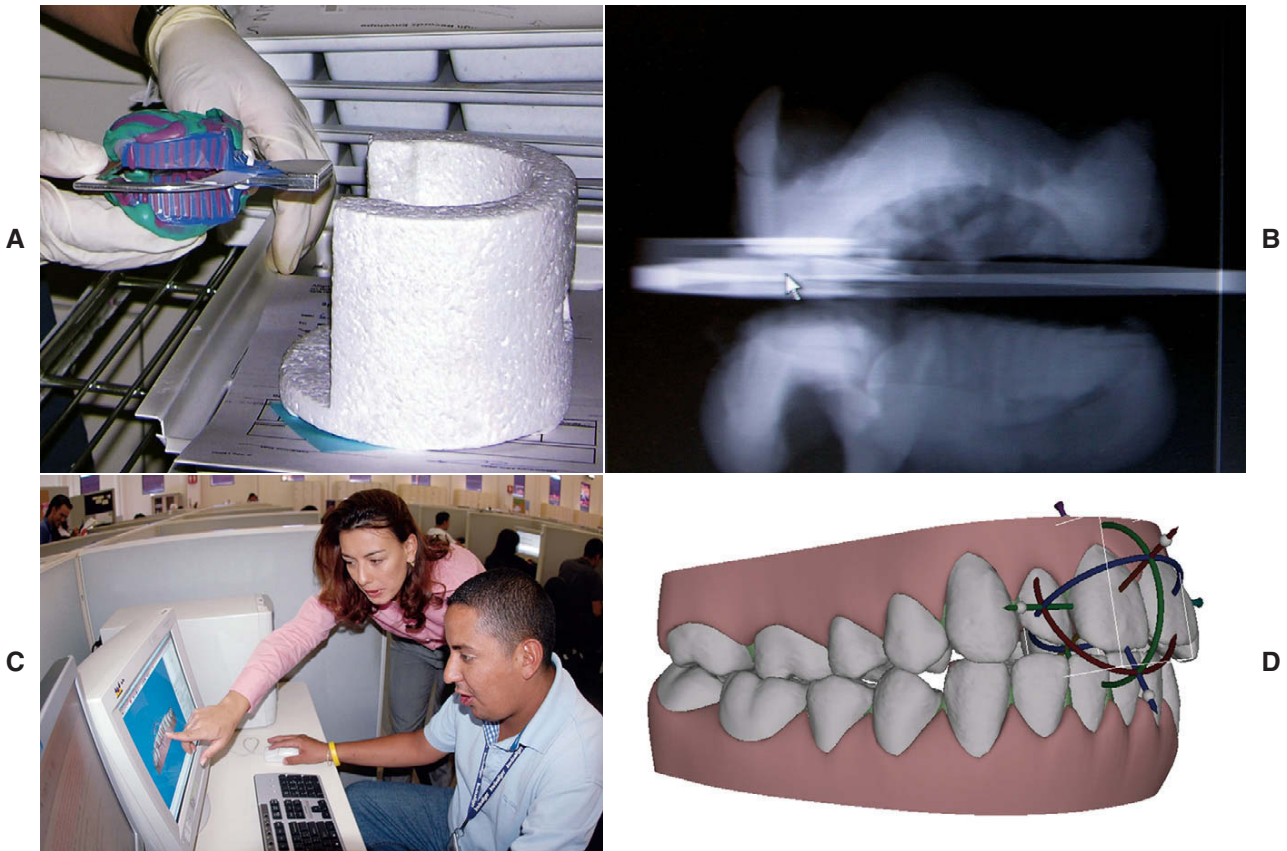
A, O primeiro passo na produção de uma série de alinhadores usando tecnologia de computadores Invisalign é um escaneamento CT das moldagens feitas pelo ortodontista. As moldagens são colocadas em um recipiente antes de entrarem no escâner CT. B, Isto produz uma imagem digital tridimensional precisa que é transmitida para uma instalação tecnológica, consistindo totalmente em estações computadorizadas de trabalho. C, Nesta vista, o técnico sentado está conferindo com uma assistente de ortodontia como os arcos dentários digitais estão dispostos na tela do computador. D, Usando o programa de computador de propriedade da companhia, pode ser criado e encenado um movimento dentário virtual em três dimensões, como desejado.
